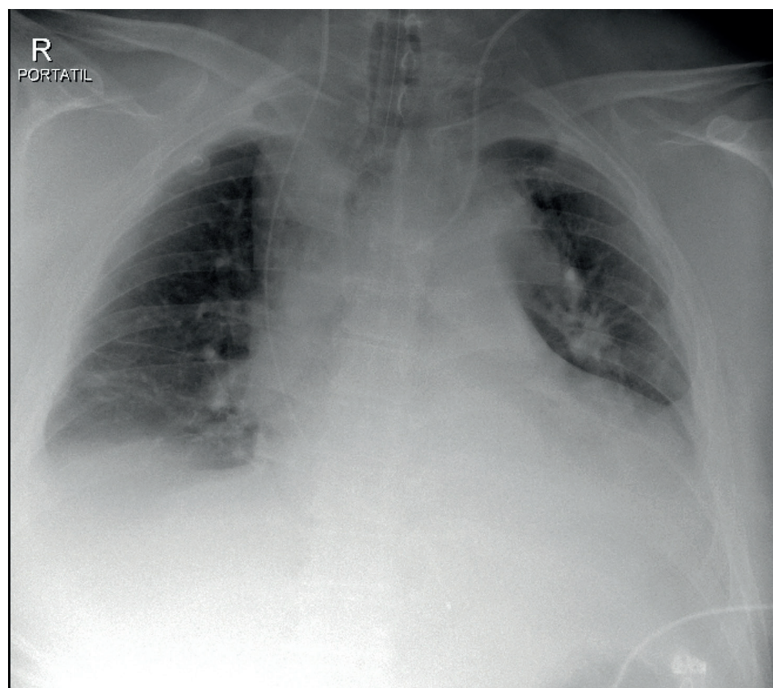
Radiografía de tórax AP
